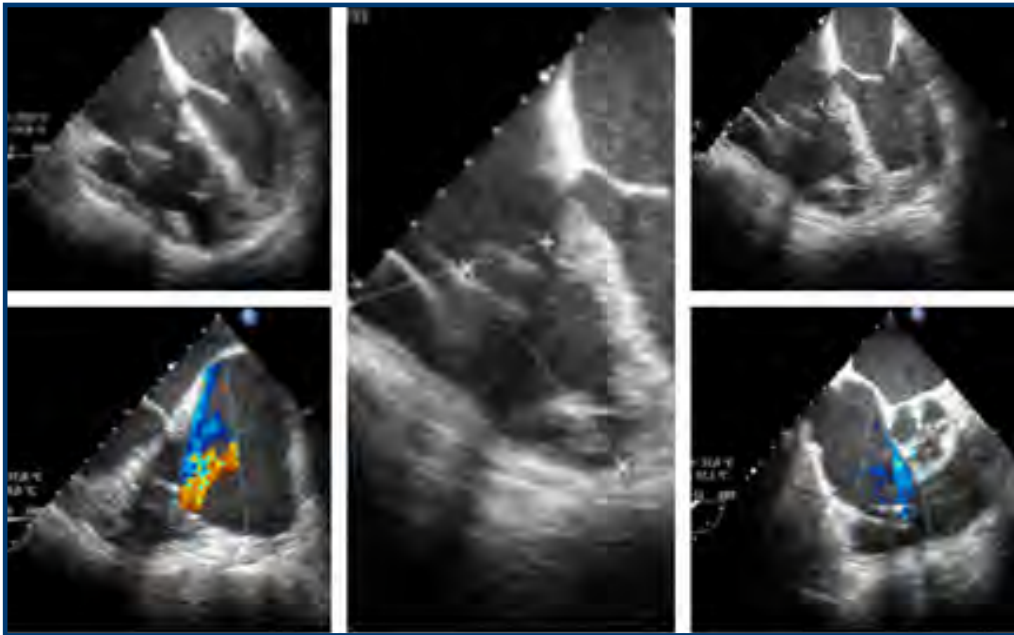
Ecocardiograma transesofágico que muestra imagen hiperecogénica a nivel del plano valvular tricuspídeo el cual genera insuficiencia moderada-severa.
